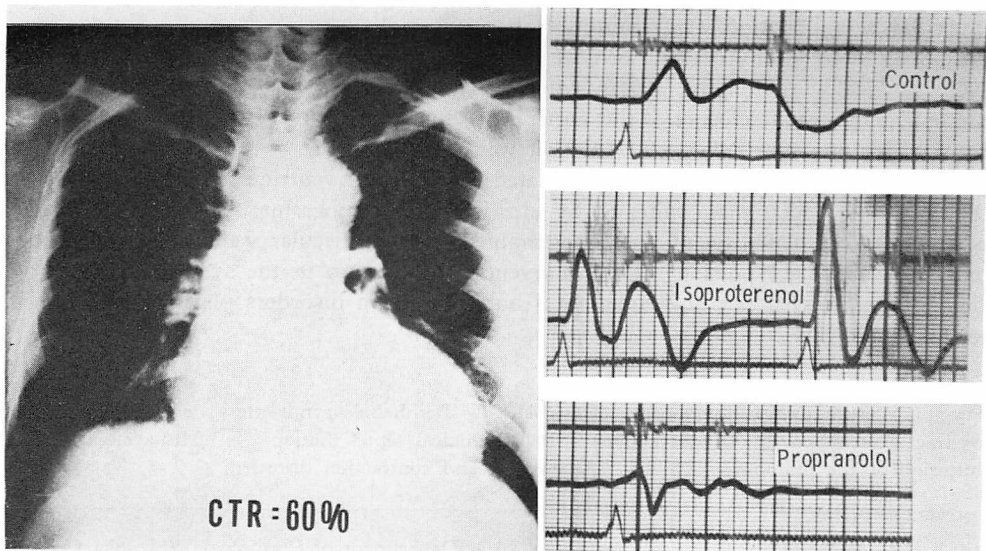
Chest roentgenogram and apex cardiograms.
